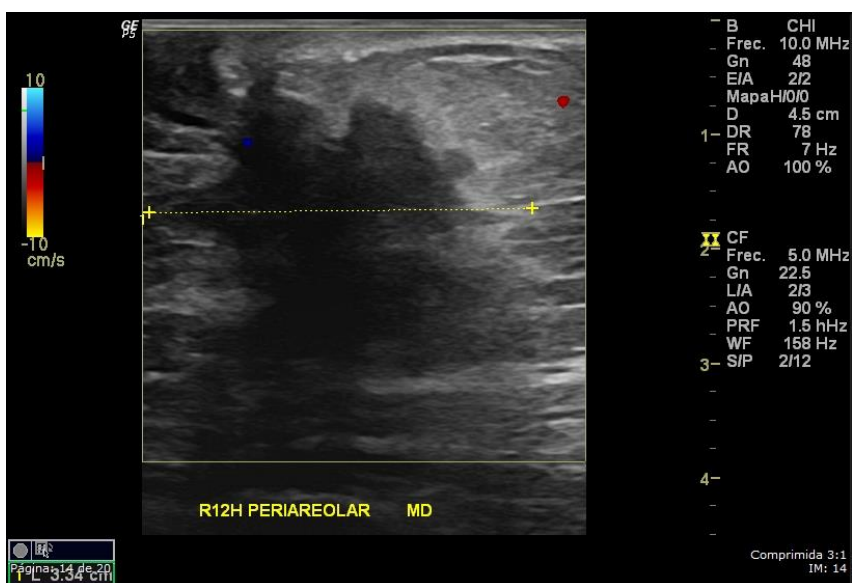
Ultrasonido mamario (misma paciente) muestra una masa irregular, no paralela, espiculada, hipoecoica y sombra posterior. Ésta masa fue categorizada como BI-RADS 5.
